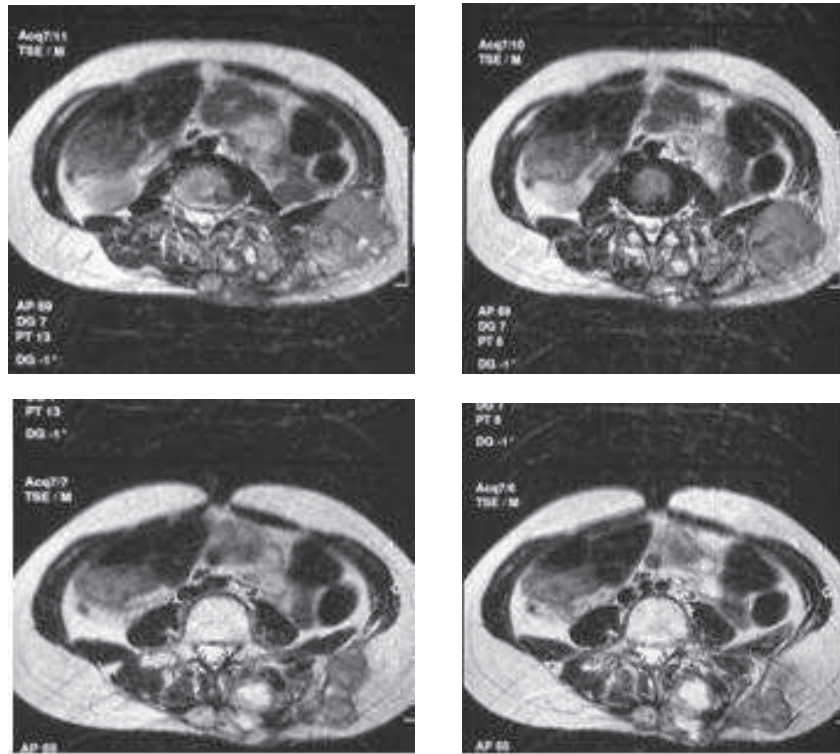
IRM coupe axiale montre l'infiltration intracanalair
